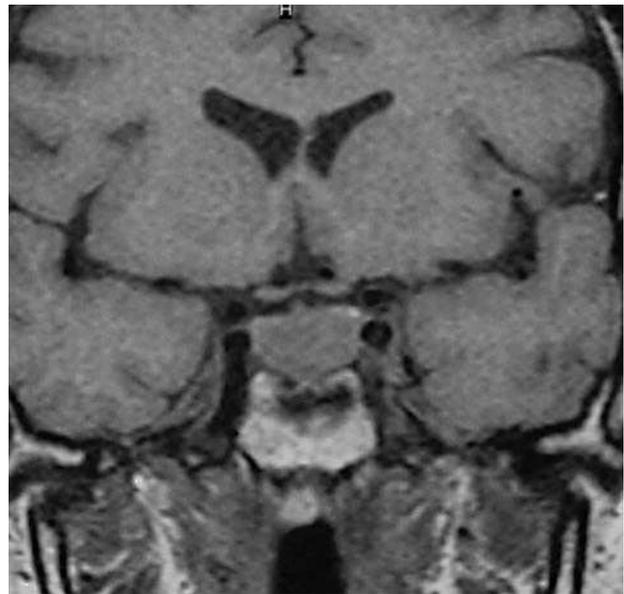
Corte coronal de resonancia magnética nuclear hipofisaria que muestra una imagen de 15 mm de diámetro, con una discreta extensión supraselar, indicativa de macroadenoma hipofisario.
